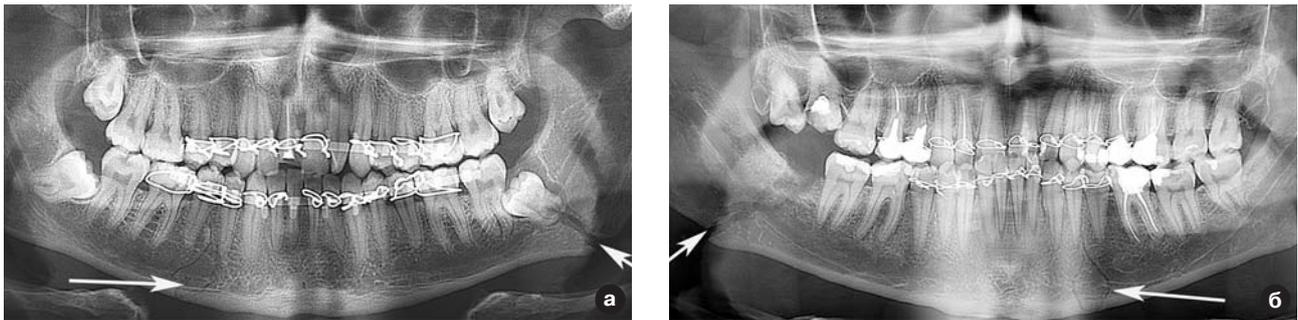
Рентгенограммы больных с двухсторонними переломами нижней челюсти с локализацией перелома в ментальном отделе и в области угла (а, б, в, г).
